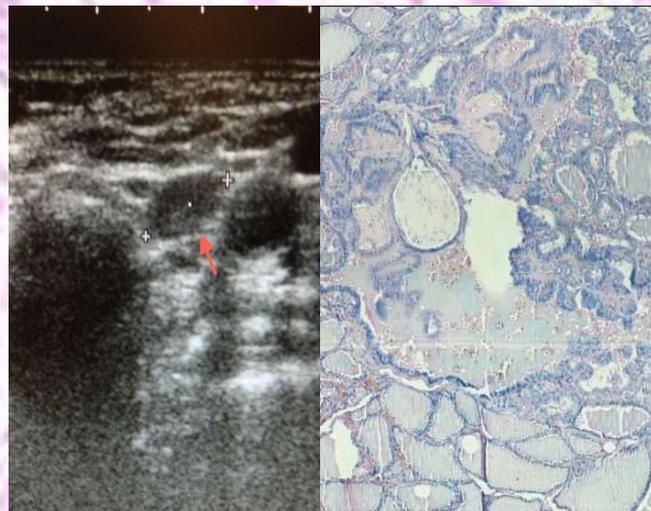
Ecografía Cervical que muestra imagen nodular sólida, en zona adyacente inferior del LTI, de 9-10mm aprox.
